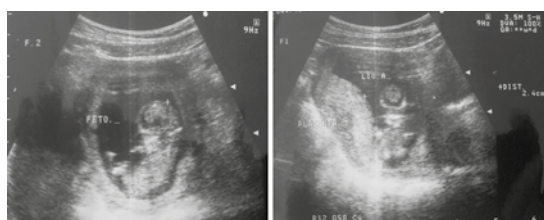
Ultrasonido obstétrico a las 12 semanas de gestación.
